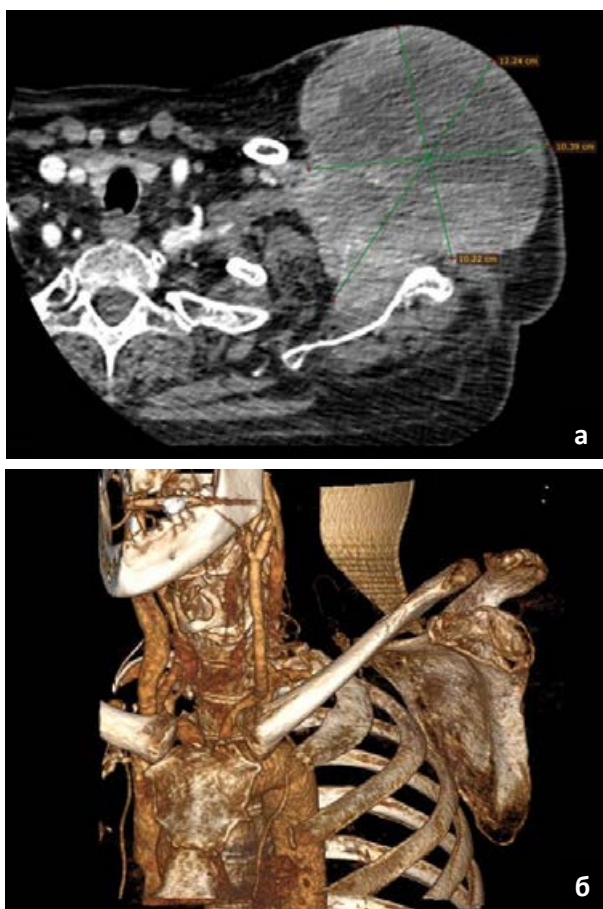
КТ органов грудной клетки от апреля 2019 г.: данных за аневризму культи подключичной артерии не получено: а – подключичный опухолевый узел слева; б – контактная деструкция суставной впадины лопатки
